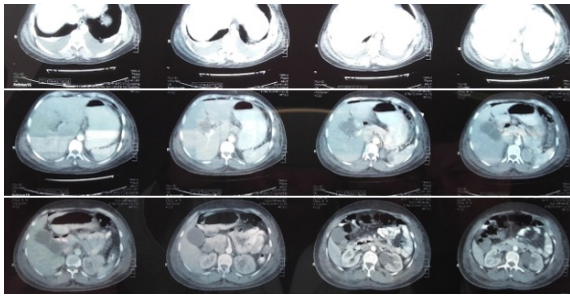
TAC abdomino-pélvica. Metástasis pélvica a distancia.
